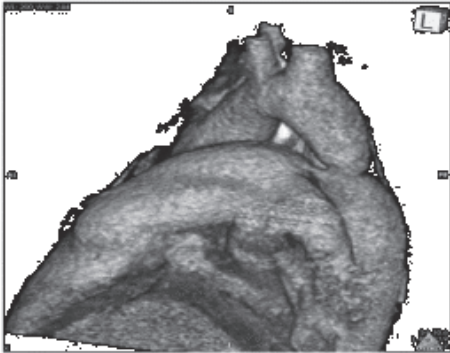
3D CT angiography study. Both quartation segment of aorta an patent ductus arteriosus were shown clearly
